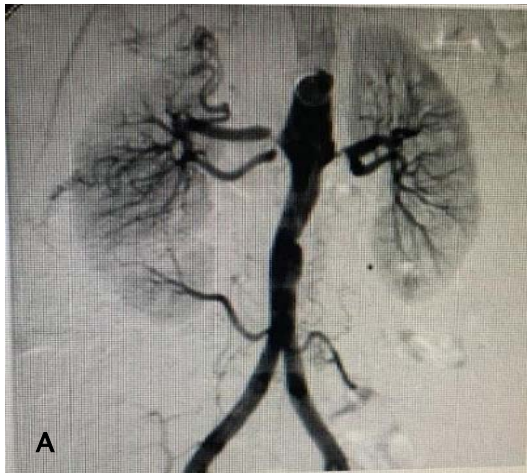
A : Angio-IRM rénale objectivant une sténose préocclusive ostiale bilatérale des artères rénales associée à une sténose serrée longue de l'aorte abdominale évocatrice de la maladie de Takayasu (cas 2)
